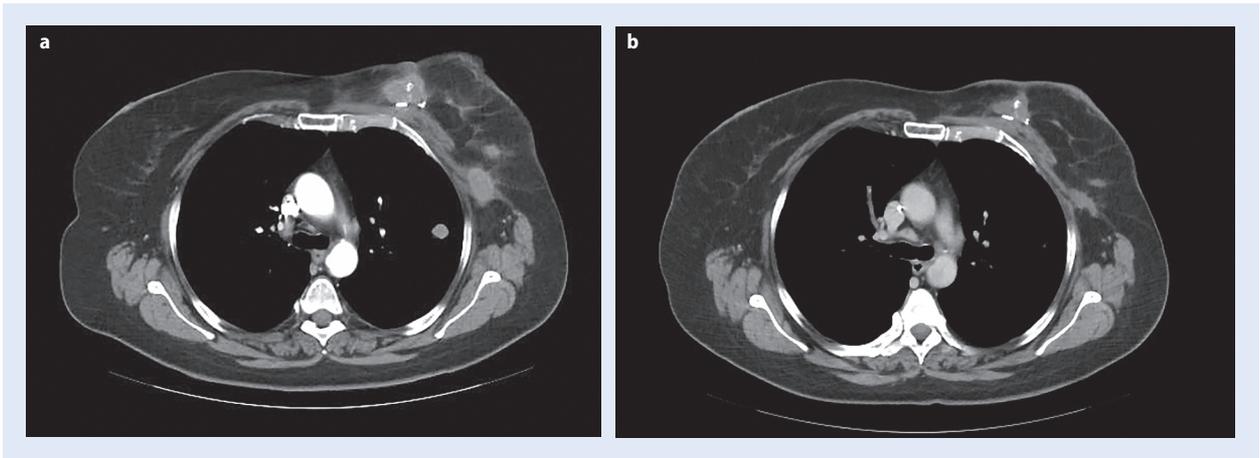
▲ Computertomografische Aufnahme des Thorax/Abdomens: a) April 2022, Lokalrezidiv und pulmonale Filiae eines Mammakarzinoms; b) August 2022, nach viermonatiger Therapie mit Abemaciclib plus Letrozol, Lungenfiliae nicht mehr nachweisbar (Quelle: PD Dr. Hans-Christian Kolberg, Bottrop)
